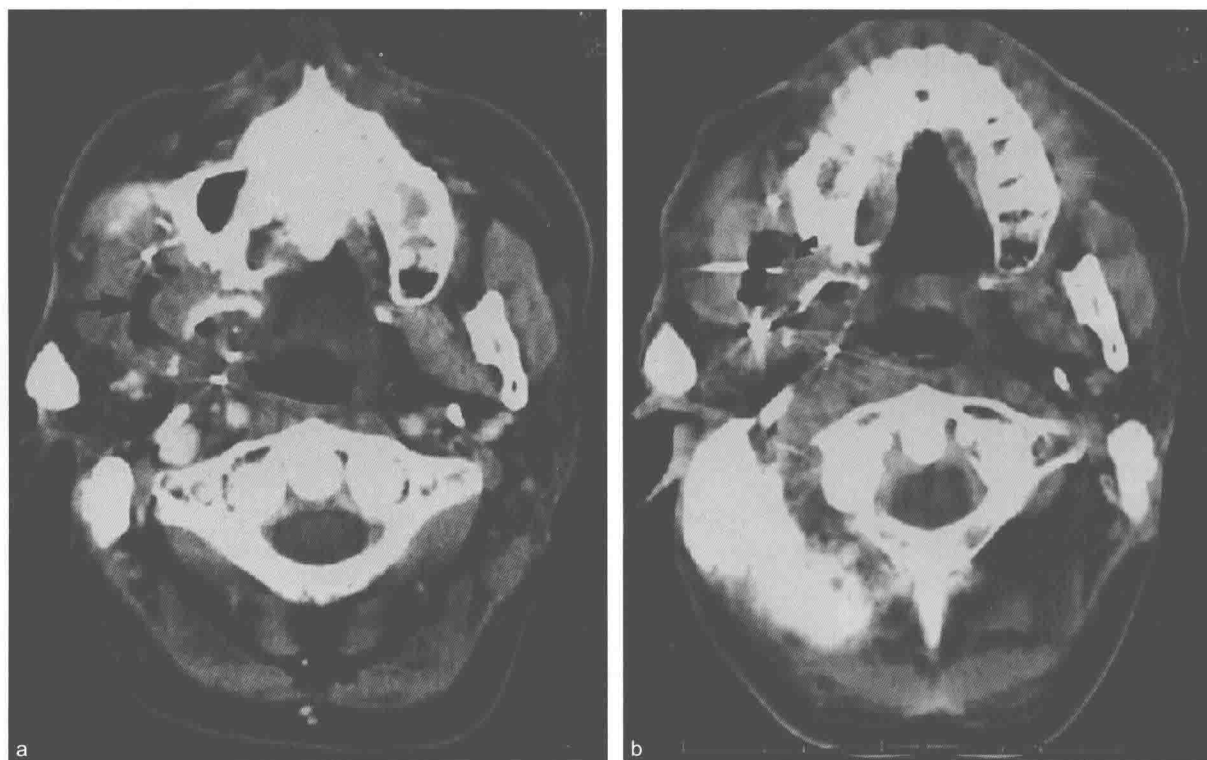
CT 导向细针活检。(a) 对比增强 CT 轴位扫描显示咬肌间隙内一局限性软组织肿块(箭)。病灶周围气体为外科手术
